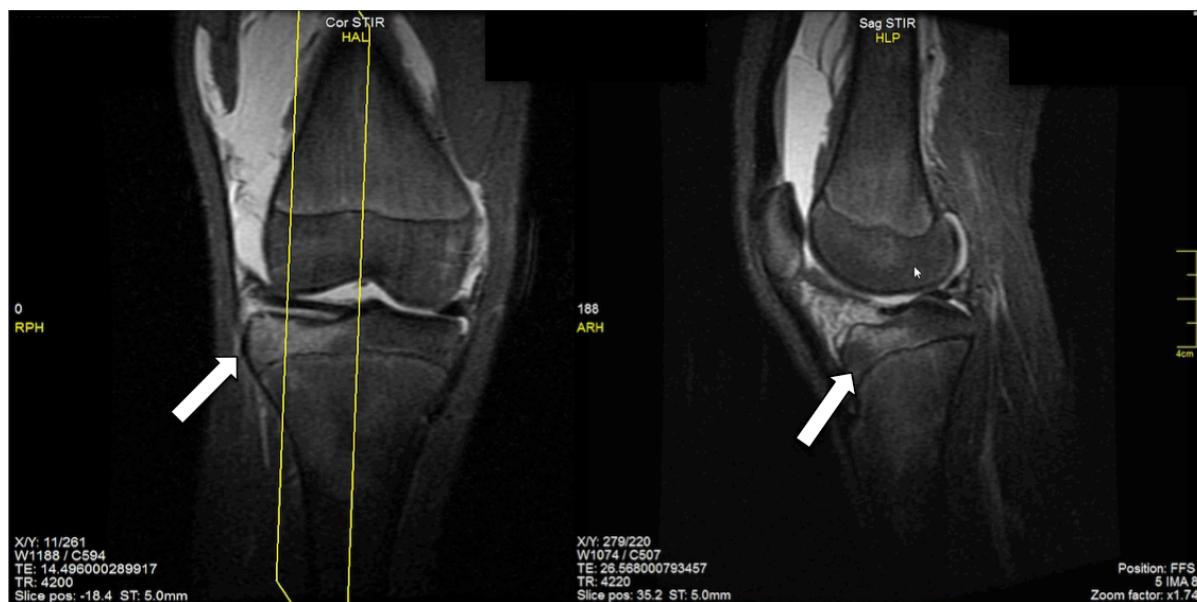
T2 gewichtetes MRI koronare und sagittale Schichtung: anterolaterale Tibiakopfimpression ohne Band- und Meniskusverletzungen (Hildebrandt et al., 2017)⁴
